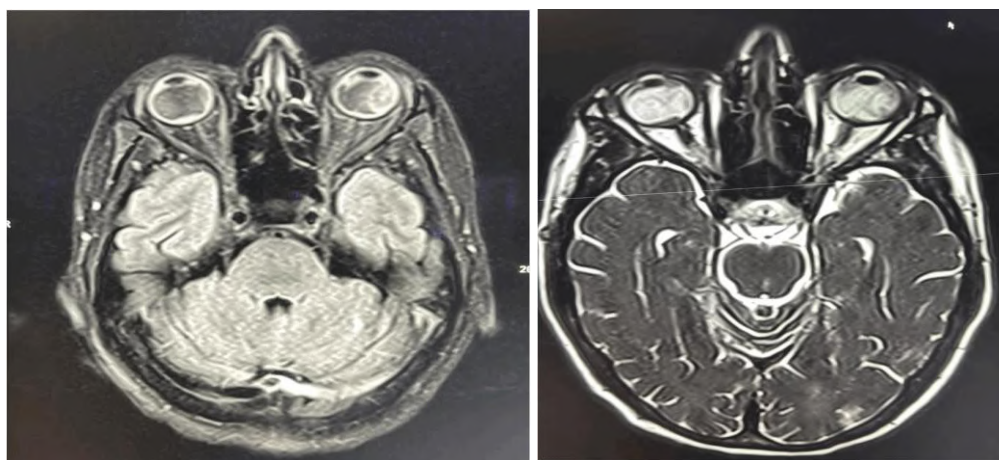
Resonancia magnética nuclear encefálica. A. Se evidencia hiperintensidad difusa y heterogénea del humor vítreo de ambos ojos, compatible con vitritis en el contexto de endoftalmitis. B. Se evidencia marcada hiperintensidad heterogénea del humor vítreo ambos ojos, compatible con endoftalmitis severa.
